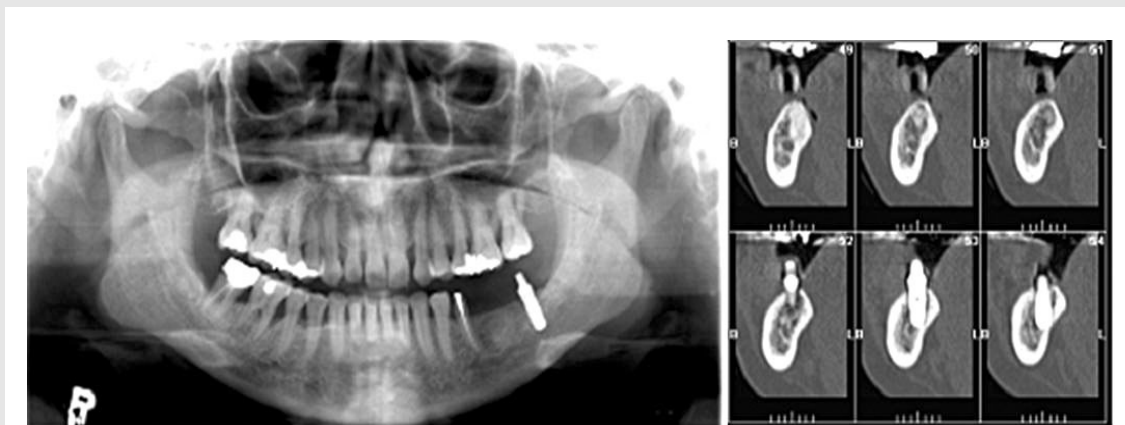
파노라마 방사선사진에서 골의 높이를 측정하고 확대율을 계산하여 식립하였으나 하치조신경을 침범한 사례. 파노라마 방사선 사진 촬영기의 확대율은 1.3이었으나 두 사진에서 임플란트 식립 부위 골 높이의 비율은 1.6으로 나타났음.
